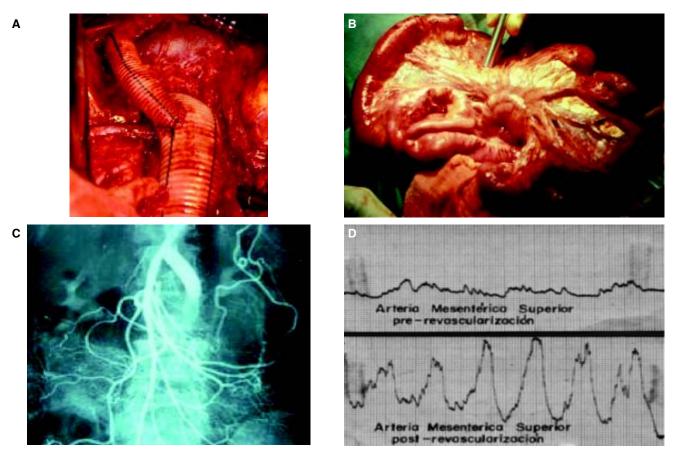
Injerto aortomesentérico y mejoría en el registro por Doppler transoperatorio.
